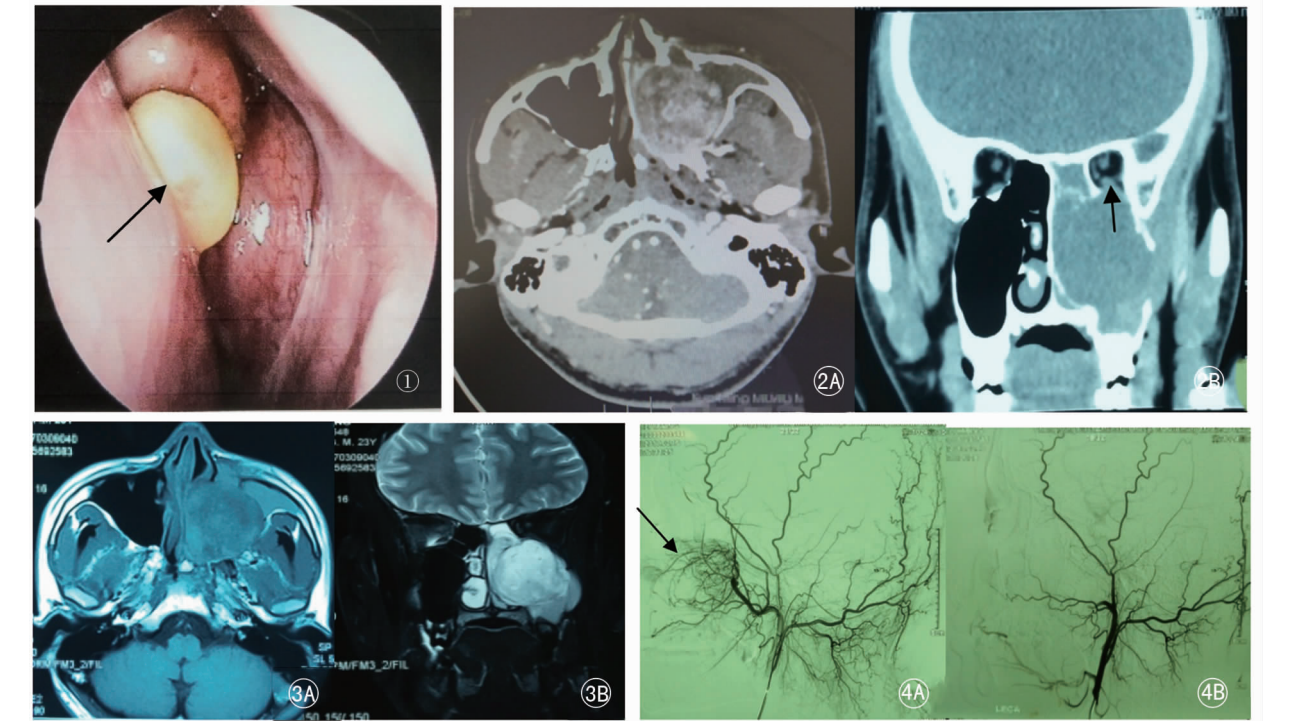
鼻内镜检查,鼻腔内可见淡黄色新生物(↑) 图 2 介入栓塞前鼻腔鼻窦 CT 示左上颌窦见低密度肿块影且突入眼眶(↑) 2A:水平位;2B:冠状位 图 3 介入栓塞前鼻腔鼻窦 MRI 3A:水平位;3B:冠状位 图 4 介入栓塞前后左侧颈外动脉造影对比 4A:栓塞前动脉后期可见片团状异常染色(↑);4B:栓塞后左上颌动脉主干存在,分支消失
